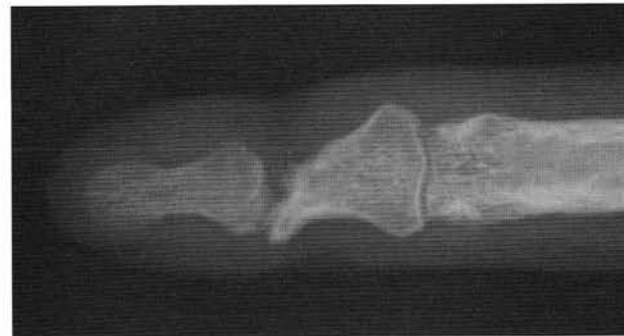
The X-ray on February 12, 2004. The joint is lost.
